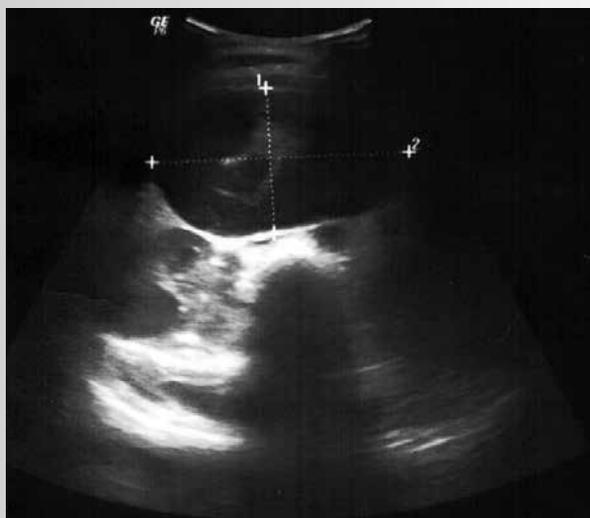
УЗИ: в проекции подпеченочного пространства справа объемное образование с нечеткими контурами, округлой формы, неоднородной по структуре, с жидкостным и солидным компонентом, размерами 7 x 4 см
